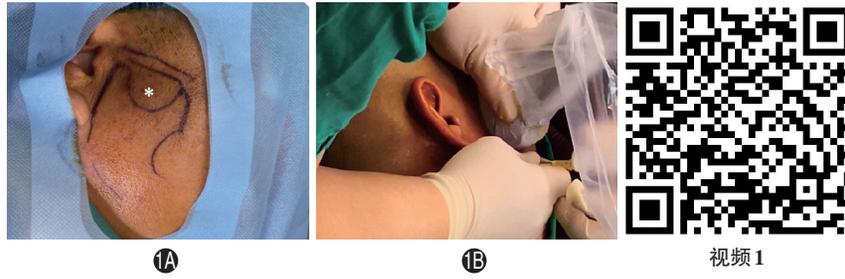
超声引导下口腔颌面部脉管畸形(VM)瘤腔内注射平阳霉素(PMY)复合剂 1A:确认颧弓和下颌骨升支位置,确认进针点,*表示颧下窝的位置;1B:超声探头置于耳屏前 视频1 超声引导下口腔颌面部VM瘤腔注射PMY视频,注射器针头达瘤腔内,注射后瘤腔内PYM复合剂表现为高回声(扫码观看)。
